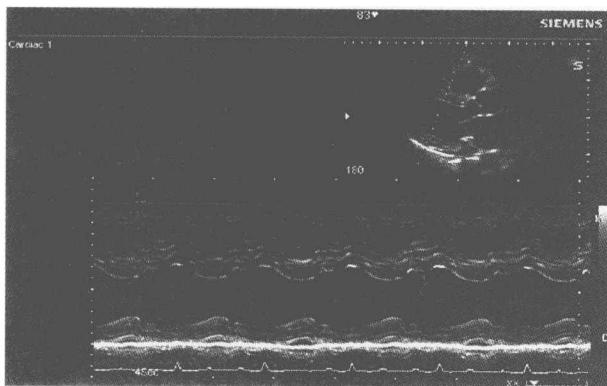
M型超声显示成人心脏室间隔及室壁运动情况
